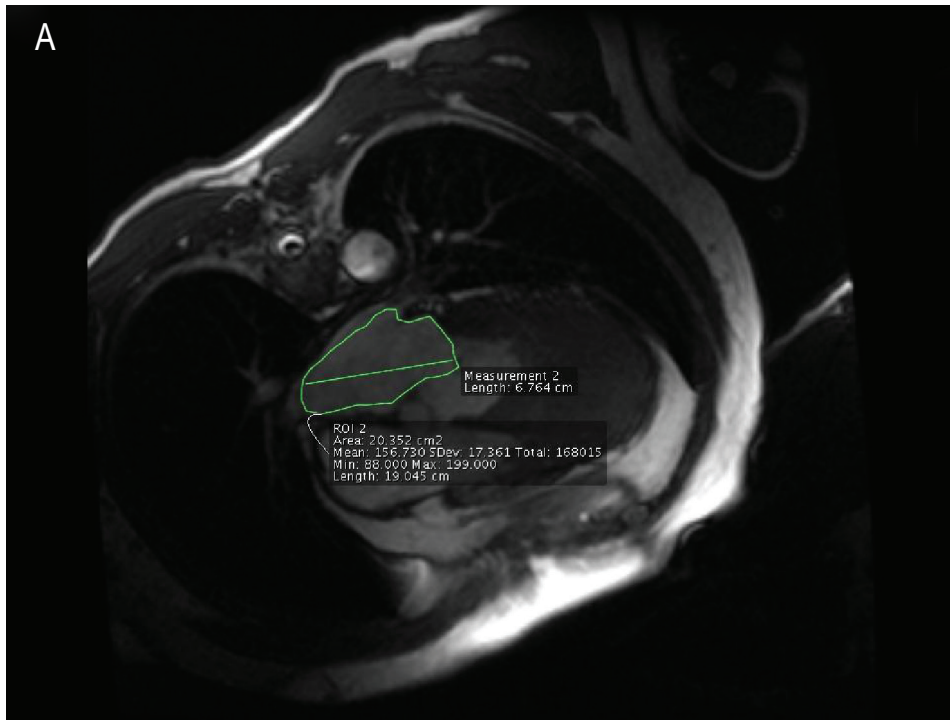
Ressonância magnética de cardiomiopatia hipertrófica obstrutiva destacando volume do átrio esquerdo e a hipertrofia do ventrículo esquerdo. A) vista 4-câmaras; B) vista 2-câmaras.
